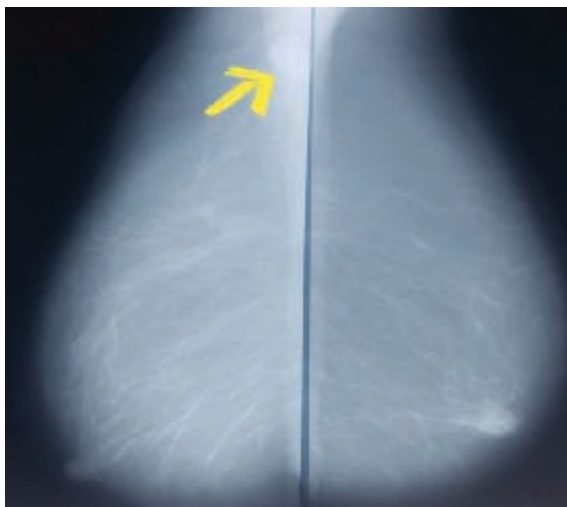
Right: Ultrasonogram of right axilla showed an irregular wall cystic lesion measures about 2 cm with acoustic enhancement, it represents nodal mass with necrosis. Left: Bilateral mammogram of breast shows lymph node in the right axilla with no primary lesions.
